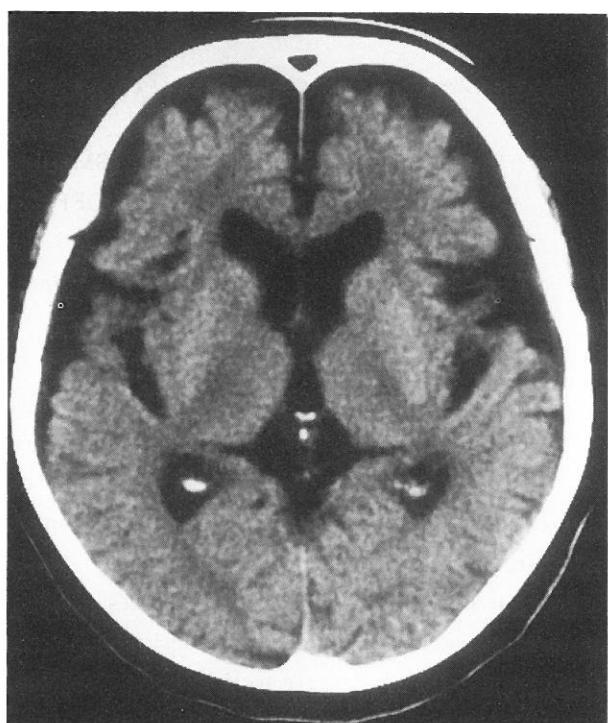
X-CT of the brain of patient 1 (1995. 10) showing bifrontal atrophy and dilatation of the bilateral Sylvian fissure and lateral ventricles.
